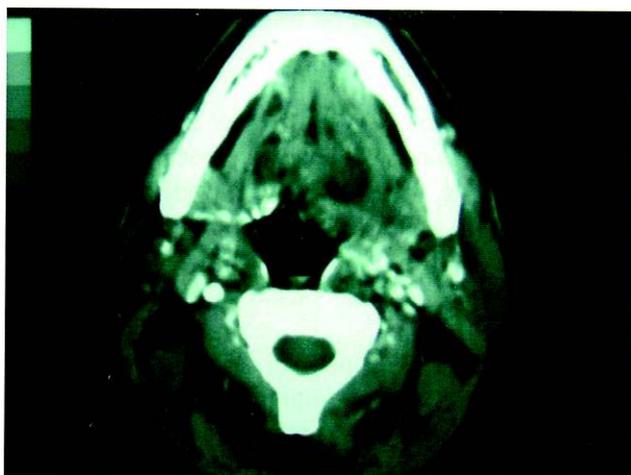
TAC cervical: absceso en base de lengua
